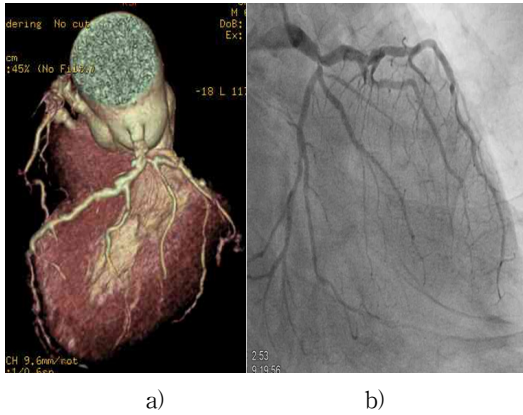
a: Example of motion artifact(heart rate 78) in left anterior descending by 3D cardiac CT
